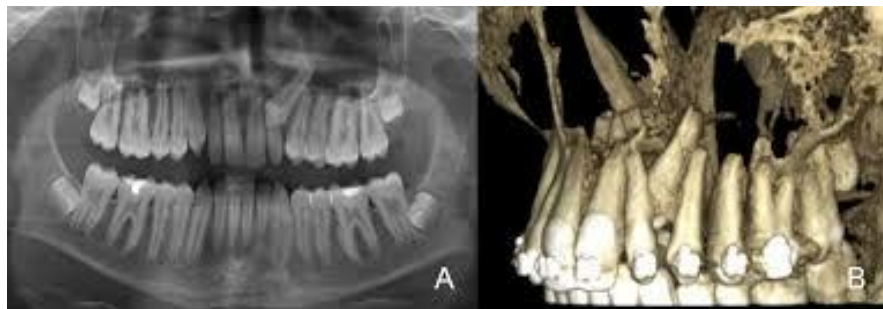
B) Konik Işınlı BT (63)
